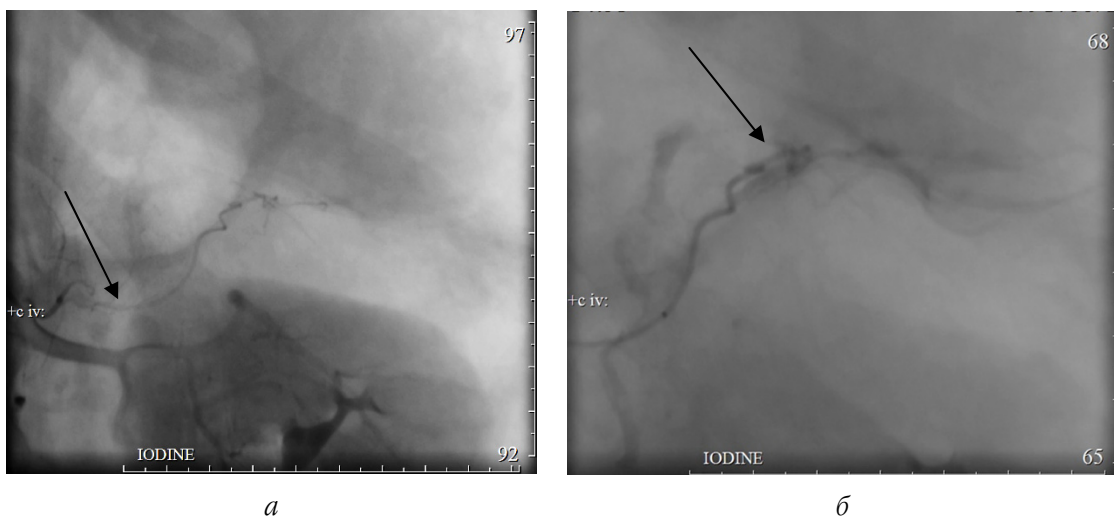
Рентген-эндоваскулярная эмболизация просвета aberrantной артерии: а – патологическая ветвь селезеночной артерии, питающей зону сформировавшейся псевдокисты; б – эмболизация артерии ПВА-частицами
